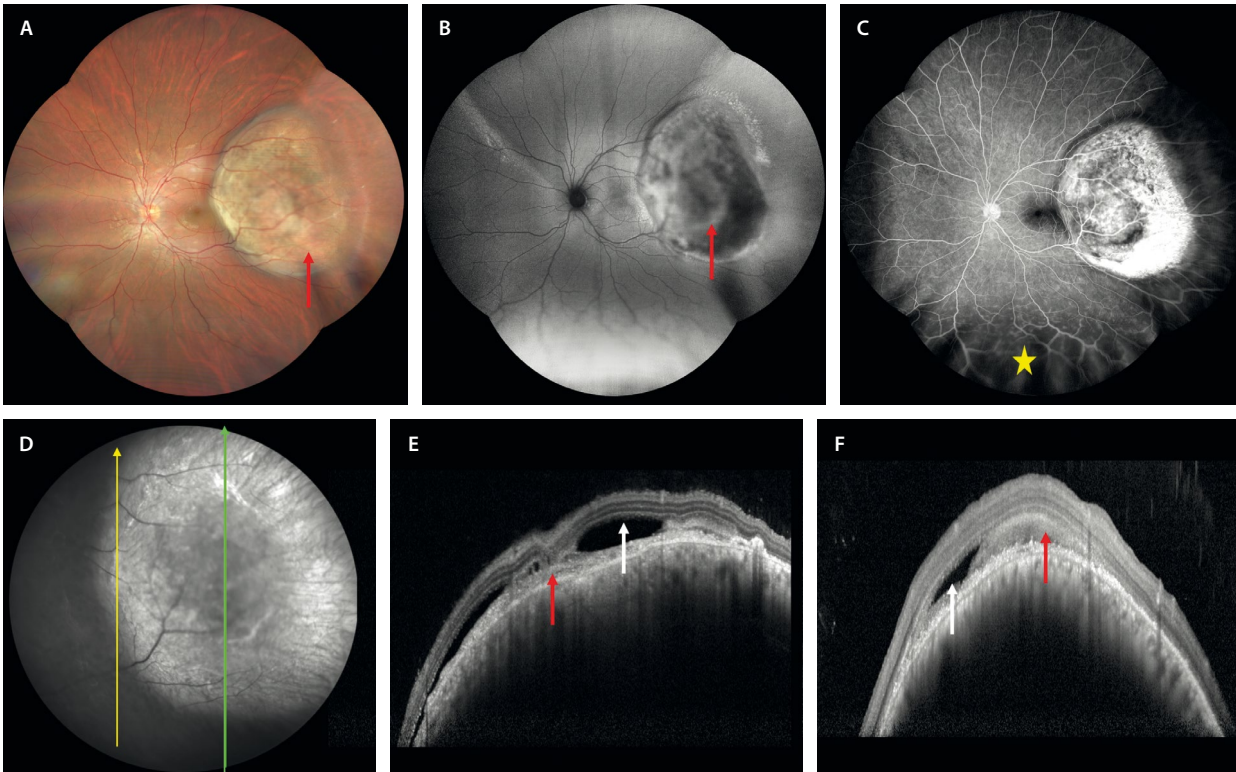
Melanoma corioideo. A) Retinografía a color que muestra una lesión poco pigmentada y sobreelevada, con abundante pigmento naranja (flecha roja) y de localización posterior. B) La autofluorescencia permite detectar el pigmento naranja como áreas hiperauto-fluorescentes (flecha roja). C) La angiografía con fluoresceína demuestra áreas de hiperfluorescencia intrínsecas a la lesión. Además, al ser una imagen de campo ultraamplio, permite detectar la presencia de un desprendimiento de retina exudativo asociado (estrella amarilla). D) En la imagen cercana a la infrarroja, la lesión se ve hiperreflectiva, con una parte central más hiporreflectiva (que corresponde al pigmento naranja). E) El corte de la tomografía de coherencia óptica corresponde a la flecha amarilla en D. Se aprecia una lesión cupuliforme que infiltra la coriocapilar, que asocia hipertransmisión corioidea mínima. Hay fluido subretiniano (flecha blanca), así como material hiperreflectivo subretiniano, correspondiendo a depósitos de lipofuscina (flecha roja). F) El corte de la tomografía de coherencia óptica corresponde a la flecha verde en D. De nuevo se observa fluido subretiniano (flecha blanca), así como lipofuscina subretiniana (flecha roja).
